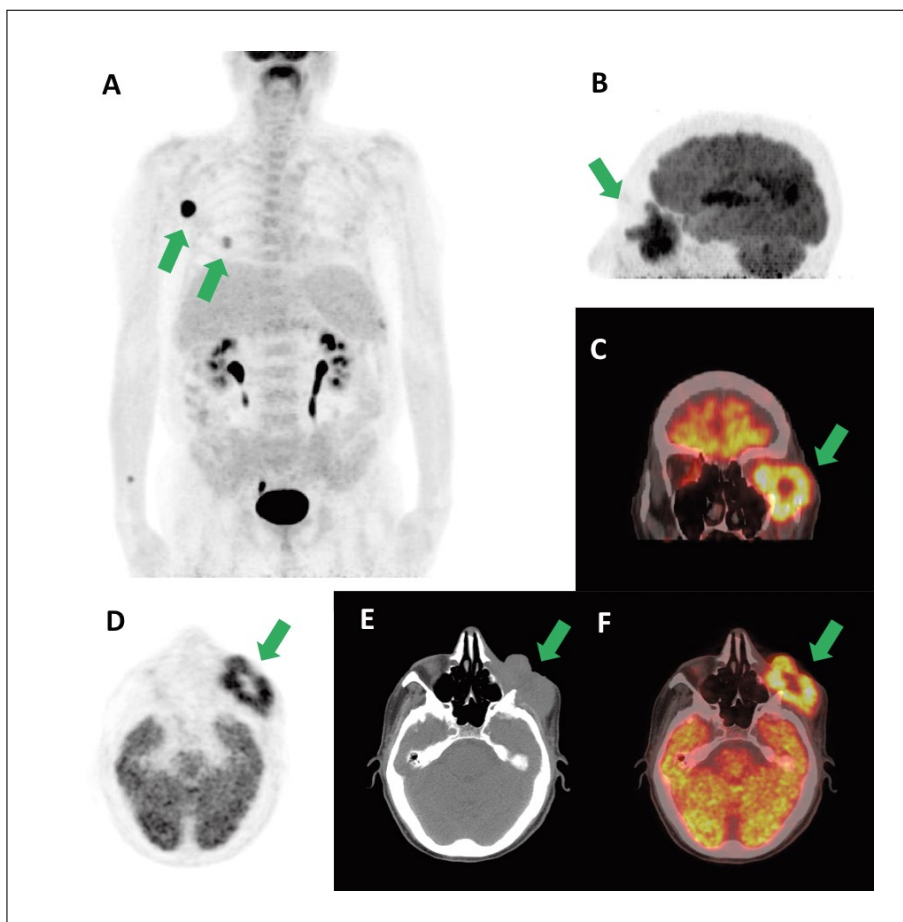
Uomo di 73 anni sottoposto a chemioterapia (terminata 30 giorni prima dell'esecuzione della ¹⁸F-FDG PET/TC) per LNH a cellule T. La ¹⁸F-FDG PET/TC whole-body nelle immagini MIP (A) ha mostrato localizzazione della malattia linfomatosa (freccie) in corrispondenza dei linfonodi in sede ascellare dx (SUV_{max} 21.3) e in sede sottocutanea nella regione dorsale dx (SUV_{max} 8.2). La ¹⁸F-FDG PET/TC cranica nelle immagini MIP (B), nella sezione coronale di fusione (C) e nelle sezioni assiali PET, TC e di fusione (D, E, F) hanno mostrato localizzazione linfomatosa secondaria (freccie) in corrispondenza dei tessuti molli della cavità orbitaria sx, con estensione alla ghiandola lacrimale e all'osso mascellare e rapporto di contiguità con il bulbo oculare e il muscolo retto laterale (SUV_{max} 15.7).
